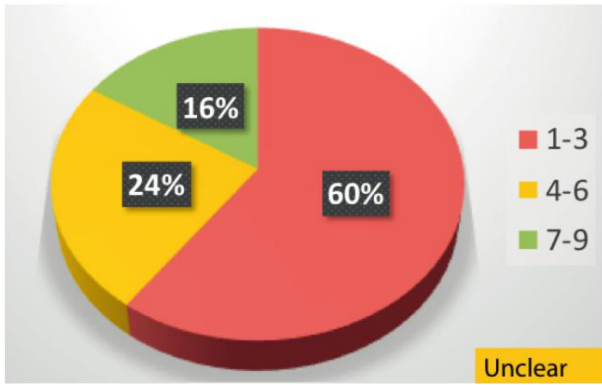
德尔菲:出于二级医疗/耳鼻喉科手术治疗的目的,是否认可使用此前 1-3 年内所行的 CT。
